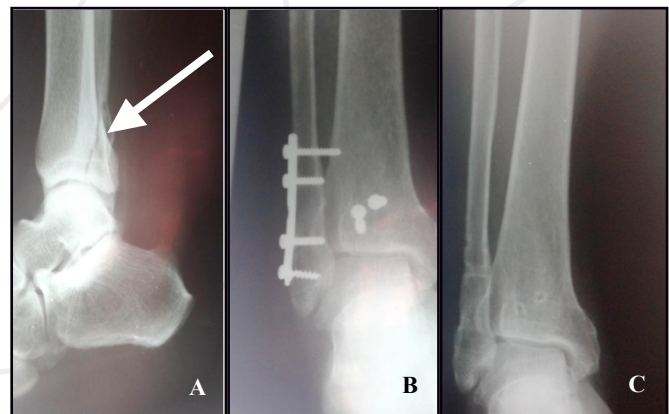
Images radiographiques d'une fracture trimalléolaire droite.
